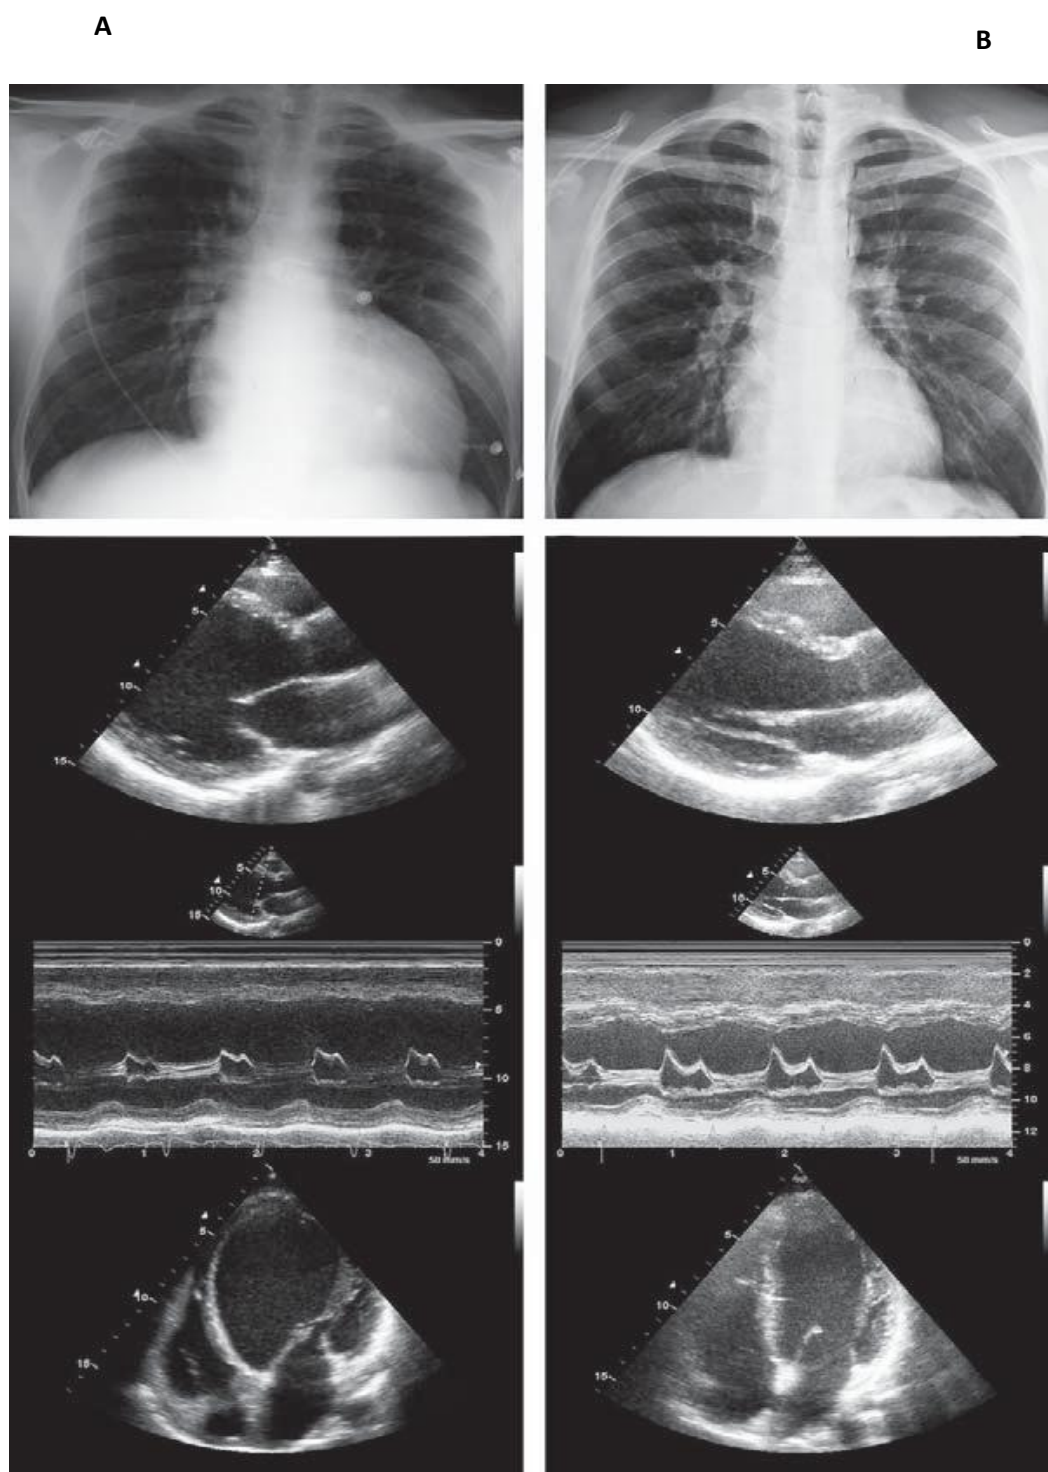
Radiographies thoraciques et échocardiographies chez un patient avant (A) et après (B) un an d'arrêt de la cocaïne sous traitement médical ⁽²⁶⁾.
